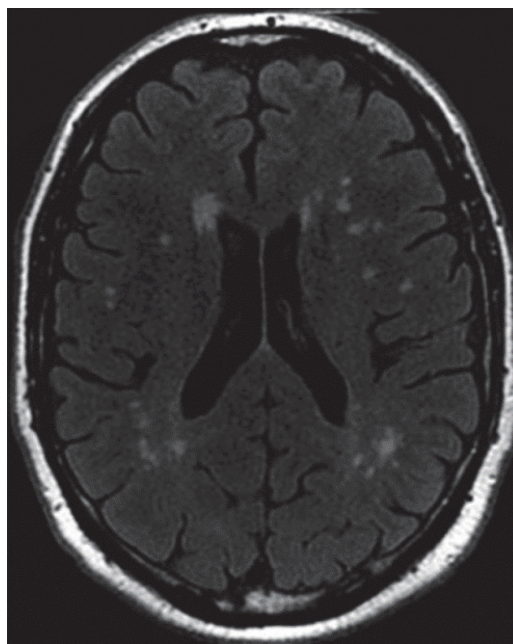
МРТ головного мозга пациентки Е.С., 80 лет
